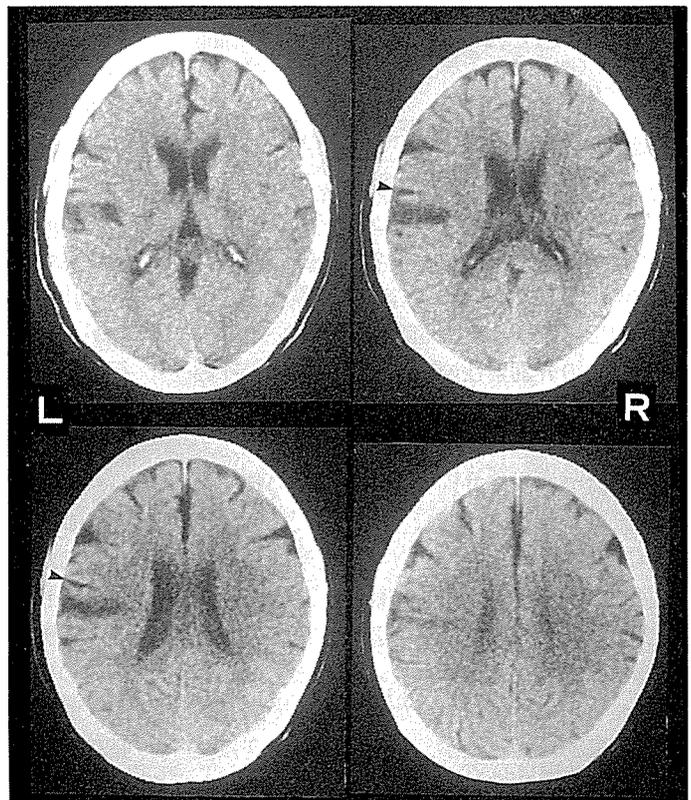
CT 所見 (OM line に平行な水平断)
